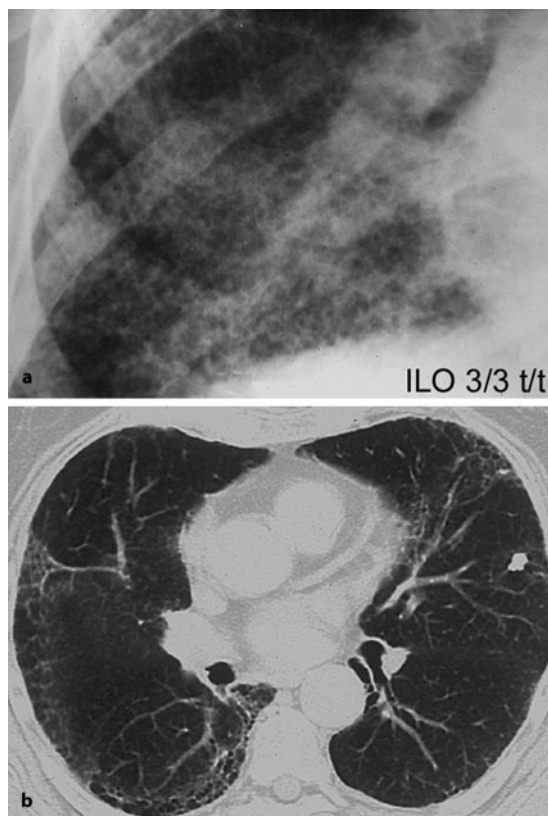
a, b. Fortgeschrittene Fibrose mit zunehmender Destruktion der Lungenarchitektur mit dem Bild der Honigwabenlunge. a Ausschnitt Standardfilm ILO 1980 3/3 t/t. b HR-CT, vorwiegend subpleurale Fibrose
